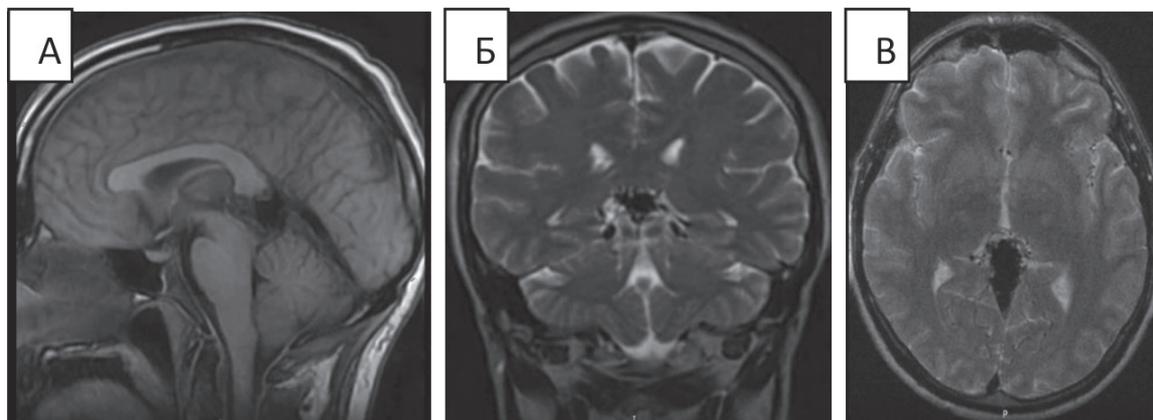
На МРТ головного мозга на сагитальном (А), коронарном (Б) и аксиальном (В) срезах определяются участки потери сигнала за счет эффекта потока на T1/T2 взвешенных изображениях в области четверохолмной цистерны
